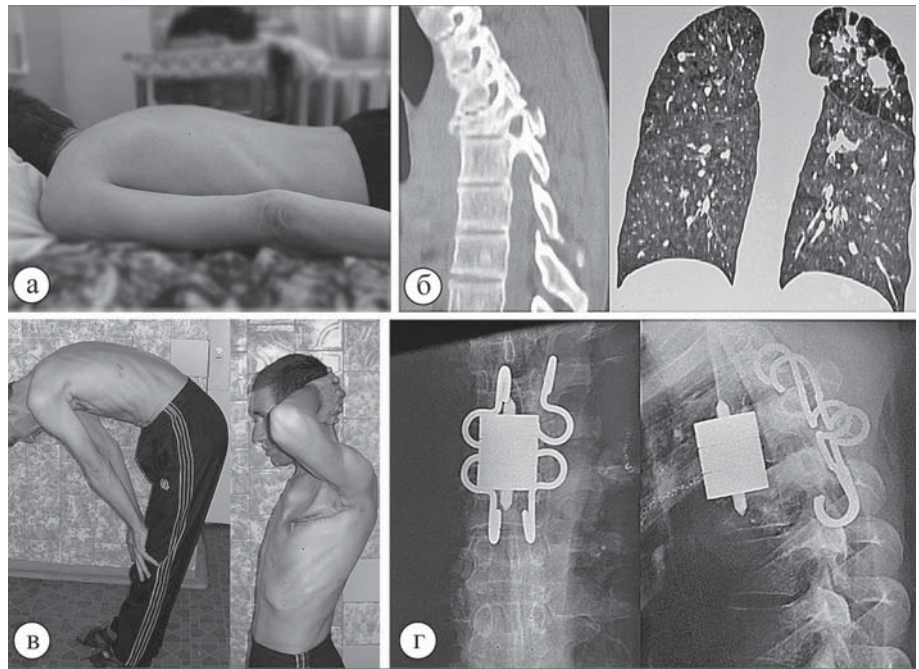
Фото больного и фото рентгенограмм больного С., 44 лет, с фиброзным туберкулезом легких, туберкулезом S_1-S_2 левого легкого, туберкулезным прогрессирующим спондилоартритом Th_5-Th_6 позвонков: а – до операции, кифотическая деформация грудного отдела позвоночника; б – КТ грудного отдела позвоночника и легких до операции; в – функциональный результат лечения через 30 суток после операции; г – фото рентгенограмм через 6 месяцев после комбинированного спондилодеза.
